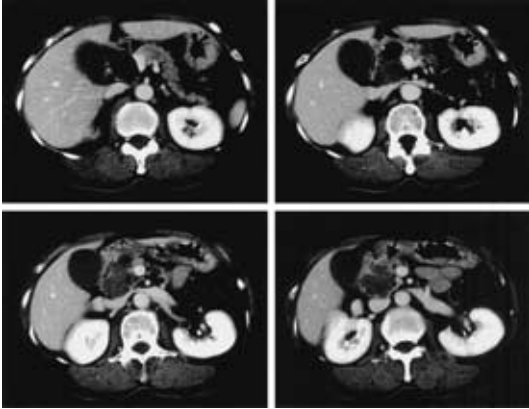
Abdominal enhanced CT on admission showed the tumor at the head of the pancreas grown to 4.0 cm in diameter(arrow). It also showed the marked swelling of the gallbladder and the dilatation of the intrahepatic bile duct.
